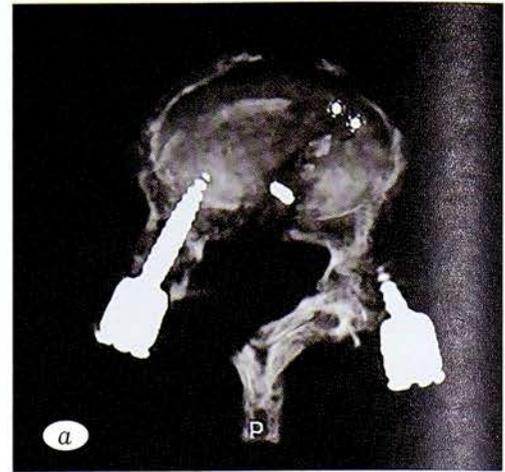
Послеоперационная картина МСКТ поясничного отдела позвоночника с 3D-реконструкцией: *a* — аксиальная проекция на уровне межтелового пространства LIV-LV; *б* — 3D-реконструкция поясничного отдела позвоночника.
